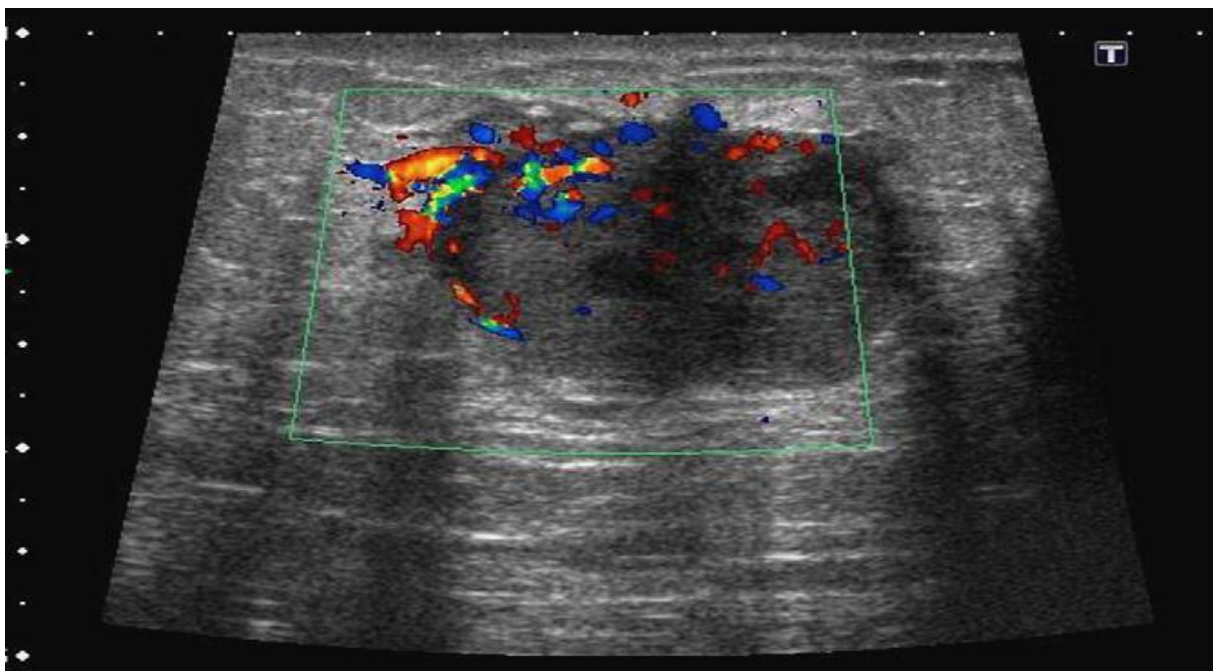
Échographie avec doppler couleur chez une femme enceinte : cancer du sein hypervascularisé [14].
